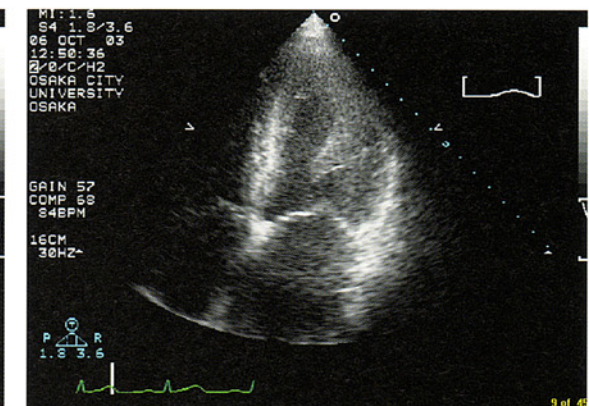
心エコー図, 心尖部四腔断面層像(収縮末期像)
